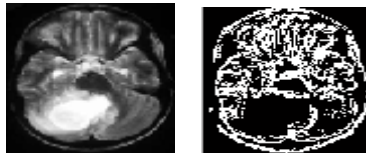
Segmentation d'une image IRM
